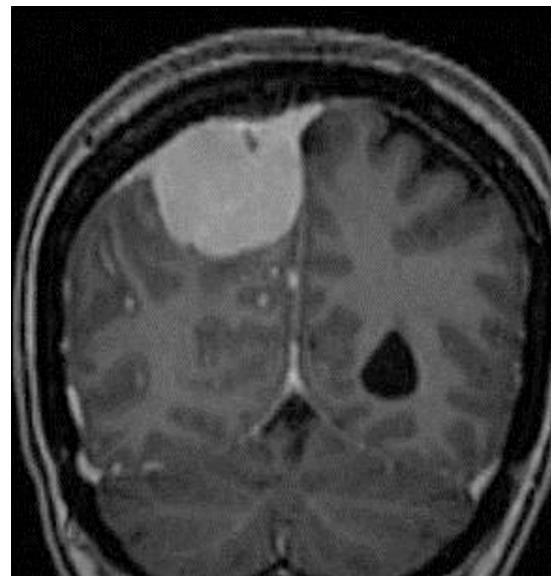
RM coronal T1 con gadolinio: masa parietal extraaxial con realce intenso y homogéneo que abarca el seno longitudinal superior y engrosamiento dural que se afina de proximal a distal (signo de la cola dural). Dx: meningioma parietal con invasión del seno venoso.
